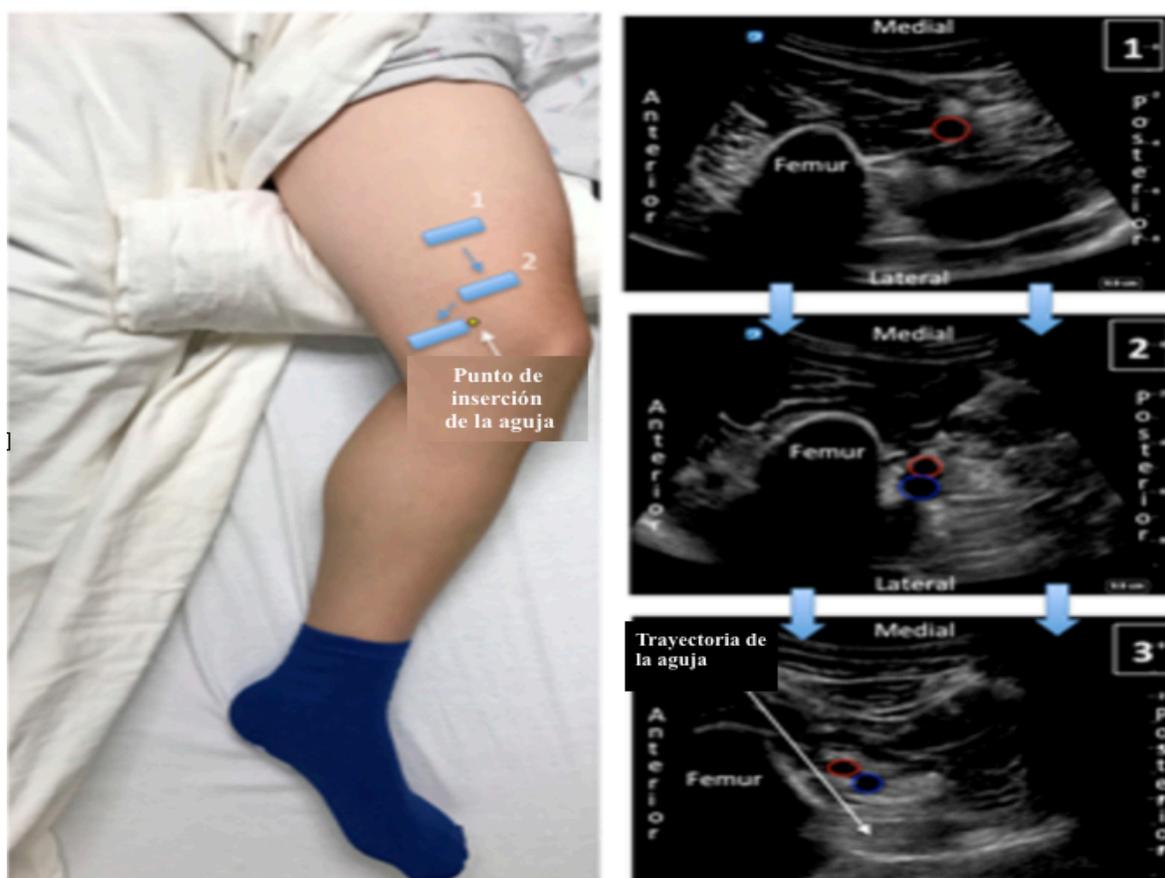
Secuencia de imágenes ultrasonográficas recomendada para la colocación del bloqueo IPACK
